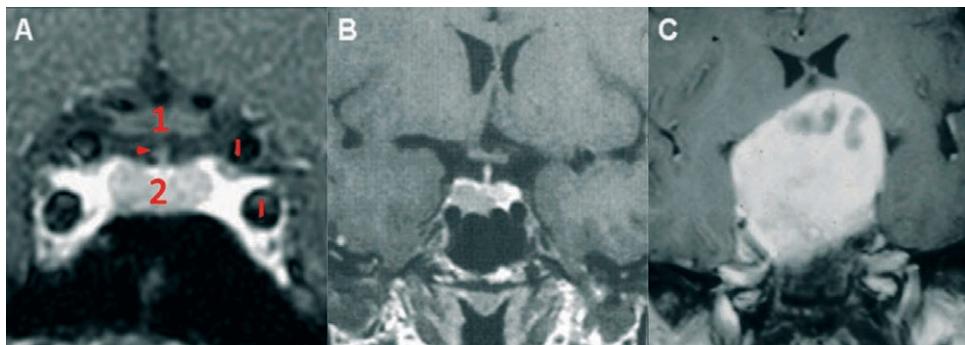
Ressonância magnética de sela túrcica mostrando vários tipos de adenoma hipofisário: (A) hipófise normal; (B) microadenoma hipofisário e (C) macroadenoma hipofisário
